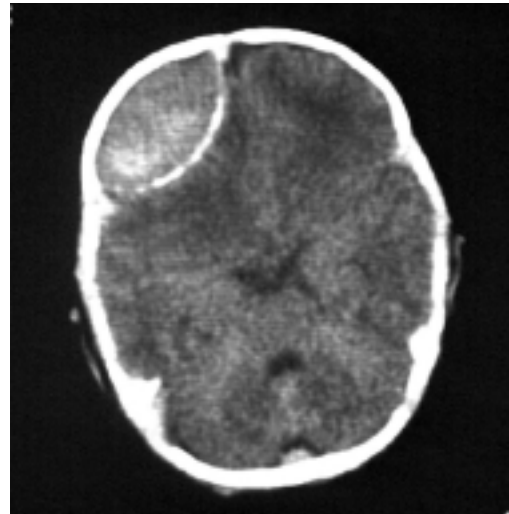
КТ ребенка в возрасте 11 дней с эпидуральной гематомой левой лобной области. Визуализируется участок повышенной плотности в форме «двойковыпуклой линзы».
